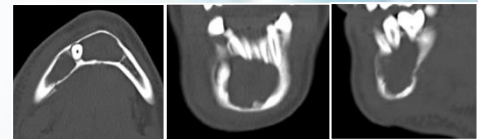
TC do tumor inicial: extensa lesão hipertransparente, mentoniana e hemimandibular direita, comprometendo a cortical externa.
